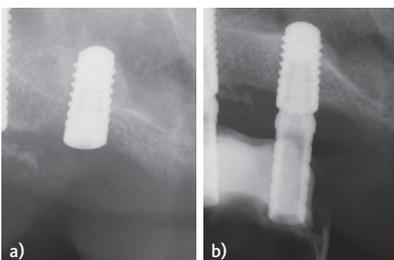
a) Radiografia apicale che mostra il rialzo subnasale con Geistlich Bio-Oss® Collagen. b) Radiografia apicale dopo 8 mesi che mostra il consolidamento dell'innesto.
